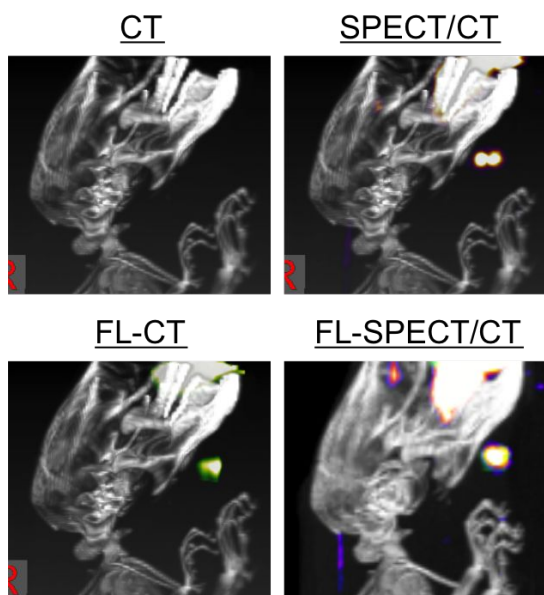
SPECT/CT 画像 (A) 近赤外光断層画像 (B) および 3 次元融合画像 (C) の代表例。
